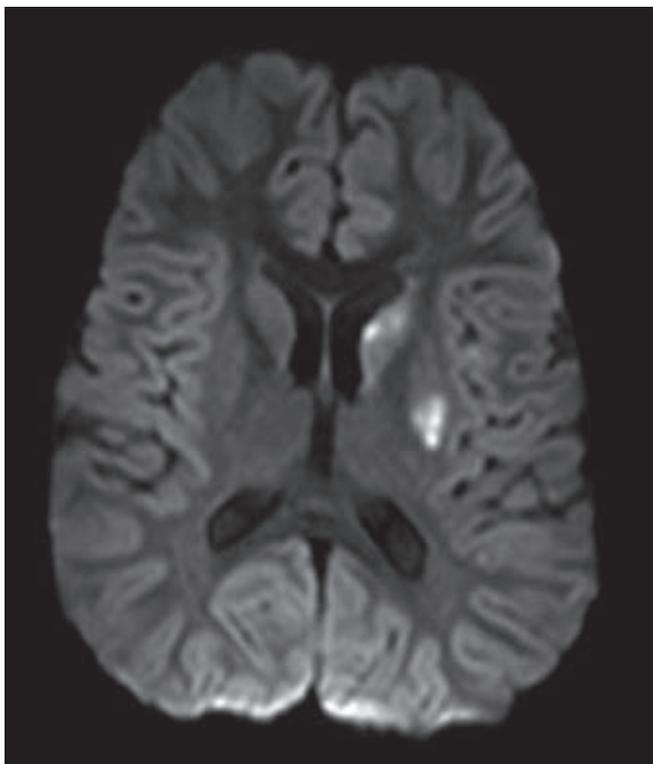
4-jähriger Junge mit post-Varizellen Arteriopathie. (A) In den diffusionsgewichteten Sequenzen (DWI) Diffusionsrestriktion in den Basalganglien links (Nucleus caudatus und Putamen). (B) T2 gewichtete Sequenz: Im Verlauf gliotische Veränderung der beschriebenen Areale.
